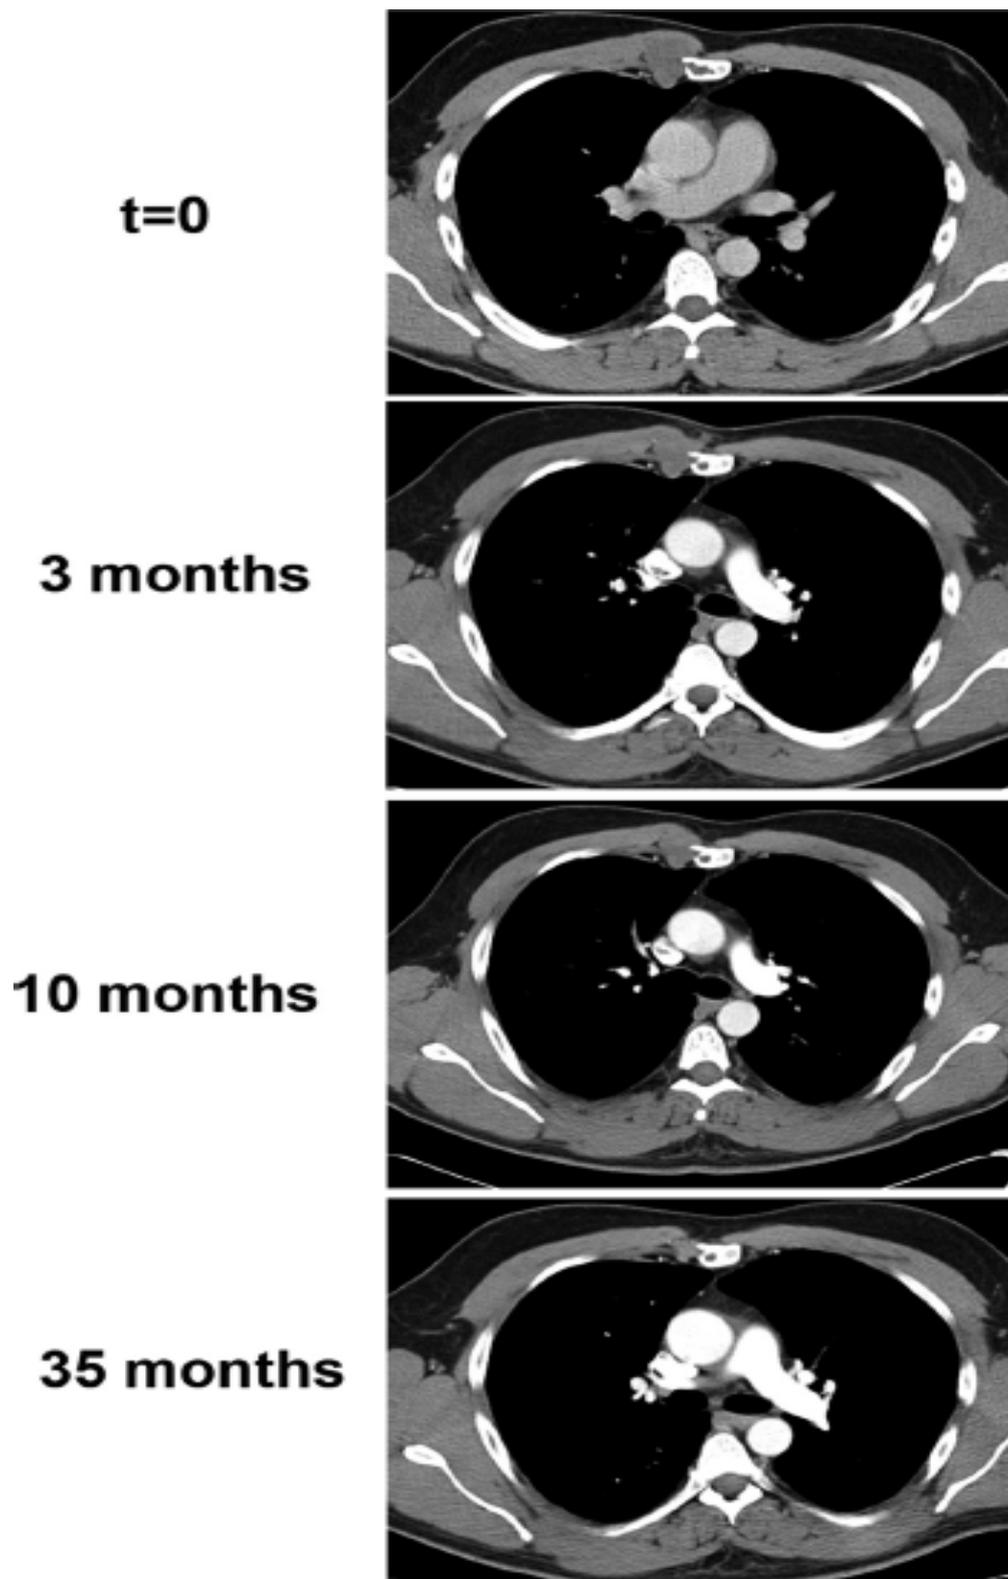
Régression spontanée et lente d'une tumeur desmoïde extra-abdominale parasternale [128]
